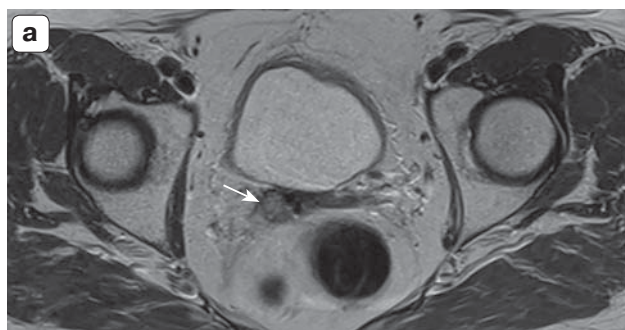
МР-томограммы больной раком эндометрия с рецидивом опухоли во влагалище (тонкая стрелка). а – T2ВИ в аксиальной плоскости; б – T2ВИ в аксиальной плоскости с введенным во влагалище аппликатором (стрелка).
